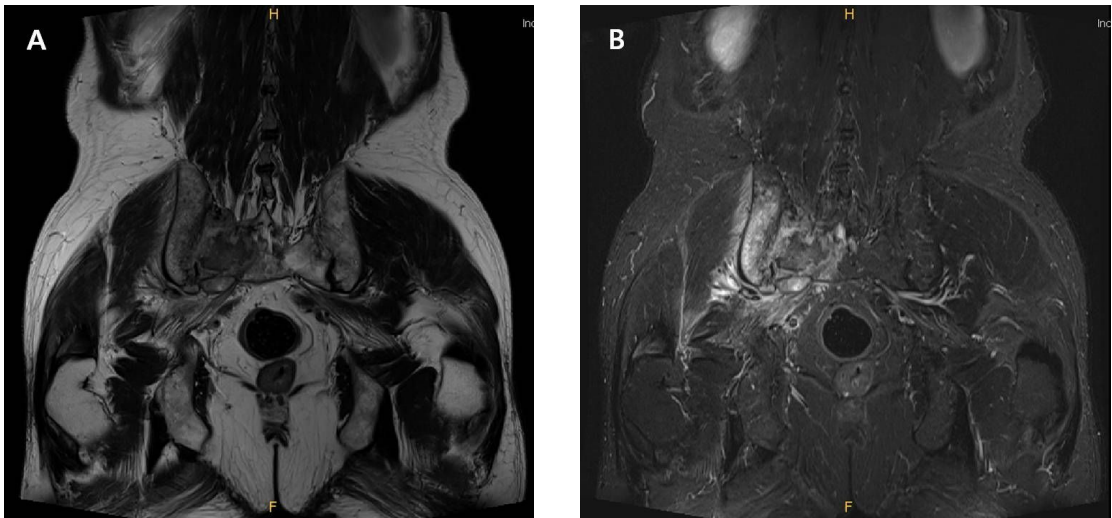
Preoperative coronal T1-weighted MR image (A) shows irregularly shaped mass which is low signal intensity and enhanced T1-weighted image (B) shows heterogenous high signal intensity. Both images reveal a large irregular mass lesion involving the sacrum and ilium with extension into the sacral canal.
